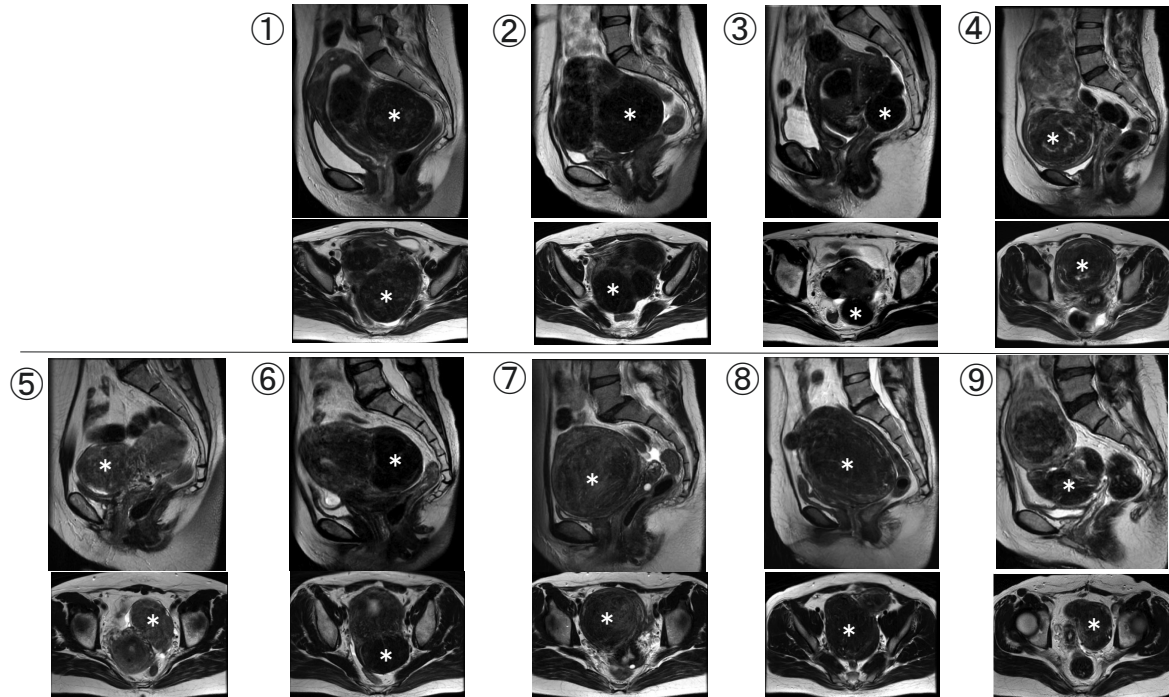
牽引糸法 (TTM 群) 9 例の MRI
